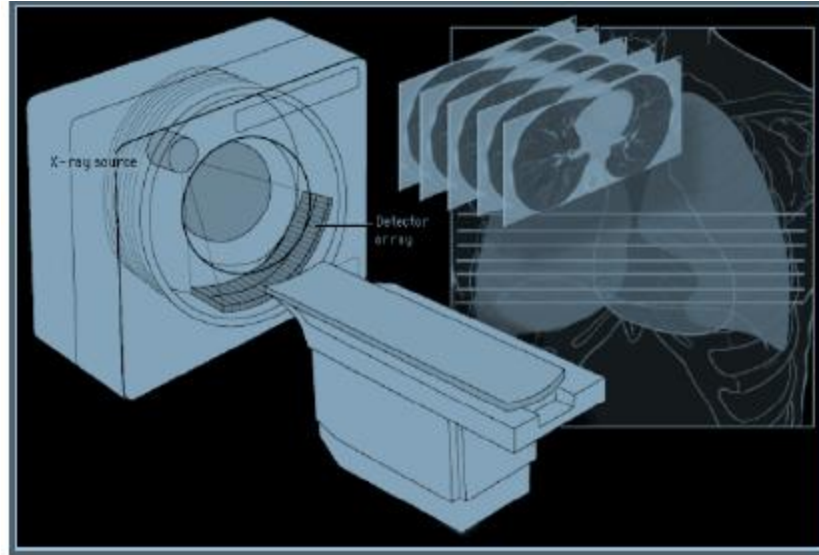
Bilgisayarlı Tomografi görüntüleme cihazı bileşenleri [59]
